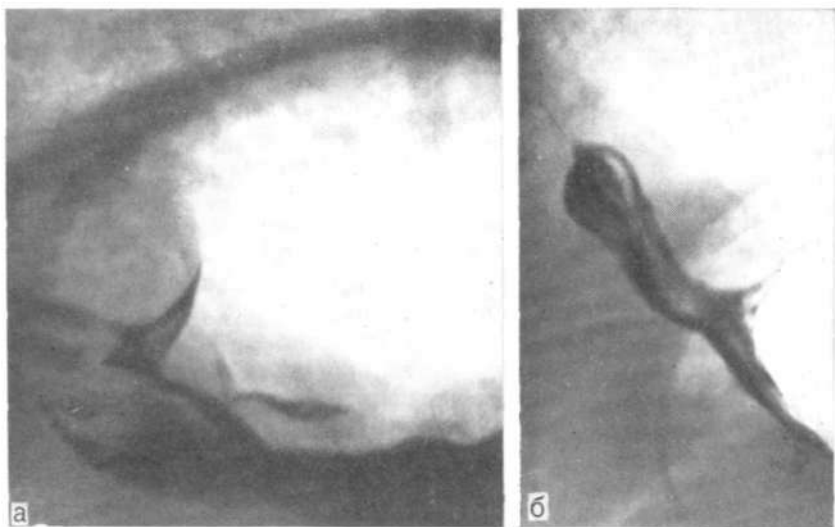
Прицельные рентгенограммы пищеводно-желудочного перехода и грыжевого выпячивания.
